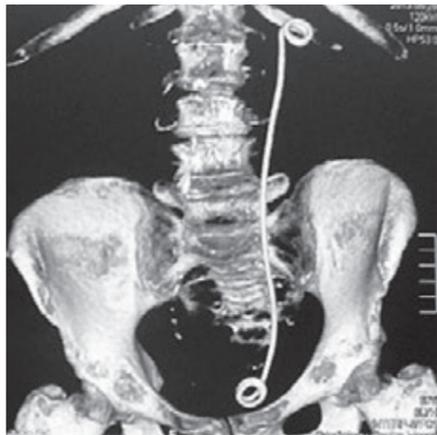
Мультиспиральная компьютерная томография. 3D-реконструкция. Камней в левой почке нет. Верхние мочевыводящие пути дренированы стентом
